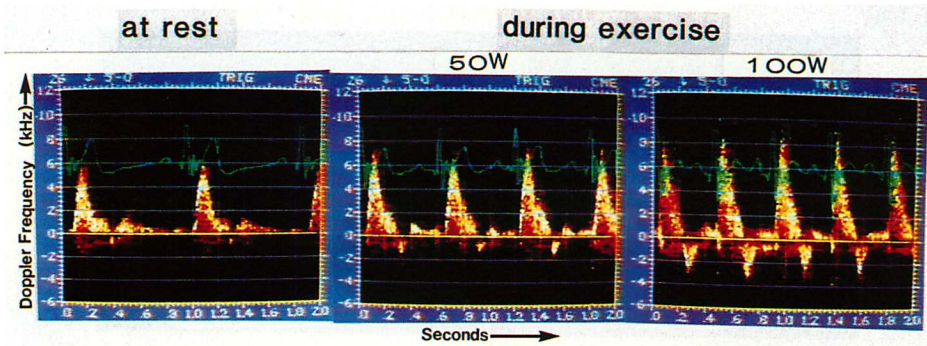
Continuous wave Doppler echocardiograms at rest and during exercise in a normal control.
